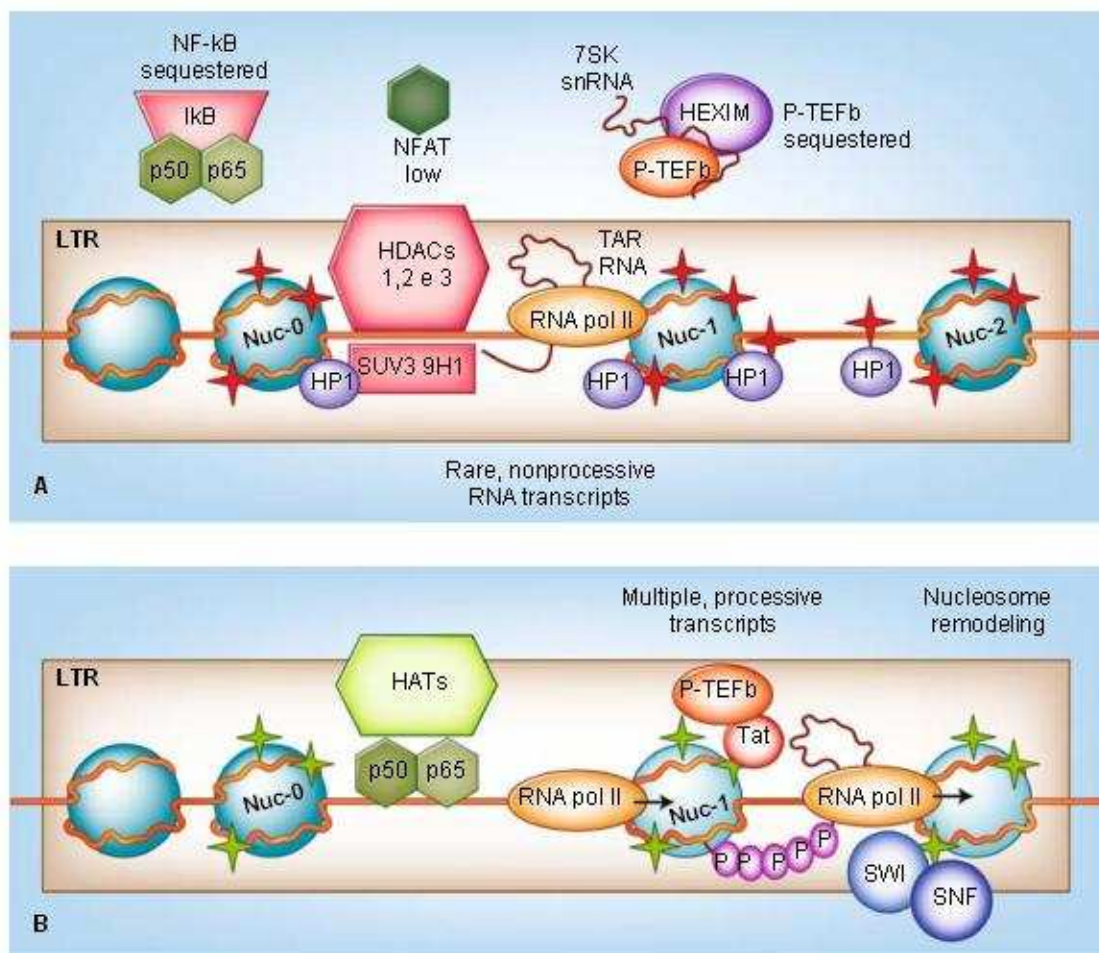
Meccanismi molecolari che favoriscono o limitano l'espressione dell'HIV provirale nelle cellule T quiescenti. A) Le HDACs 1, 2 e 3 (histone deacetylases) (*in rosa*) determinano la deacetilazione dei LTR (long terminal repeats) di HIV che permette il reclutamento delle istone metiltransferasi come SUV39H1 e delle proteine HP1-α. Le metiltrasferasi possono quindi metilare il DNA (*in rosso*). In questo modo alcuni complessi polimerasici possono avviare la trascrizione, anche se questo avviene di rado a causa dei bassi livelli di co-attivatori nucleari come (NF)-κB o NFAT (nuclear factor of activated T cells). La trascrizione che inizia è abortiva e non processiva a causa della mancanza di p-TEFb (positive transcription elongation factor b). B) Quando (NF)-κB o NFAT sono disponibili, le HATs (histone acetyltransferase) possono acetilare la cromatina e supportare il reclutamento dei complessi di trascrizione. Man mano che la trascrizione procede, i complessi di rimodellamento dei nucleosomi come SWI/SNF favoriscono successive sessioni di trascrizione. Le prime ondate di trascrizione producono la proteina transattivante di HIV Tat, la quale, in seguito, recluta attivamente il complesso p-TEFb sulla struttura TAR RNA al terminale 5' dell'RNA virale nascente. Questo favorisce la fosforilazione ed attivazione dell'RNA polimerasi (pol) II e di altri fattori, conducendo ad un aumento massivo della trascrizione attiva e ad un'uscita del provirus dal suo stato di latenza. [57]
